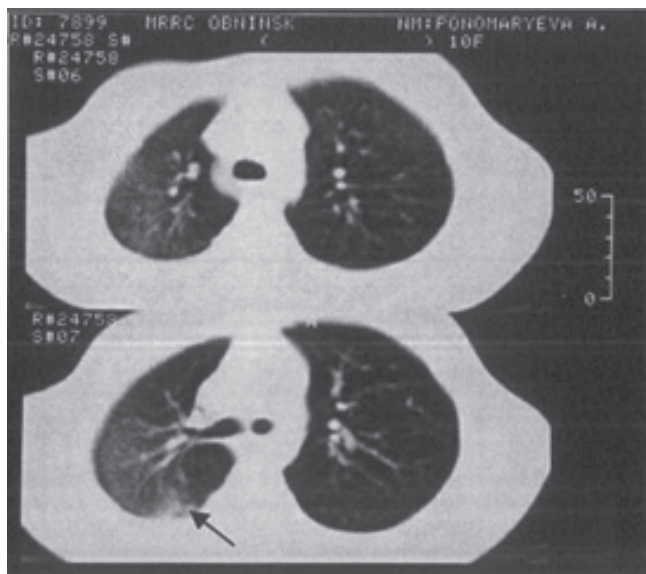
КТ органов грудной клетки больной П.А., 2009 г. (8 лет после лечения)
